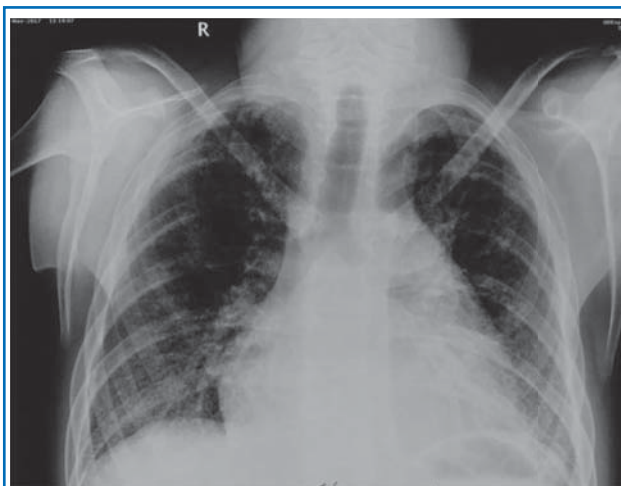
Рентгенограмма грудной клетки пациента О., 17 лет: признаки диффузного двустороннего фиброза легочной ткани.
